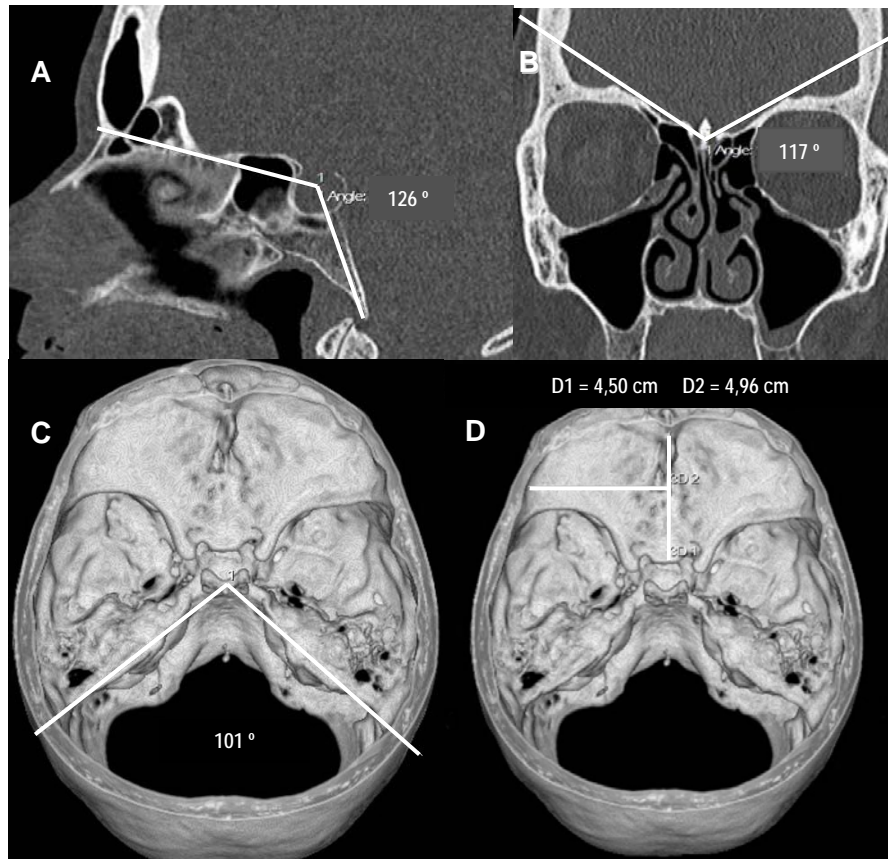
Tomografias computadorizadas do crânio. A e B) reconstruções multiplanares, C e D) reconstruções tridimensionais. Exemplos de medidas da base do crânio: A) ângulo sagital, B) ângulo coronal, C) ângulo dos ossos petrosos, D) diâmetros ântero-posterior (D1) e médio-lateral (D2).
